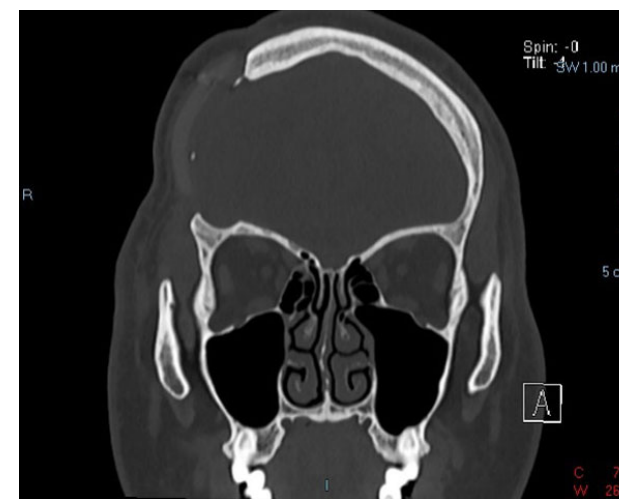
Tomografía computada de cráneo, simple, corte coronal, ventana ósea postoperatoria.
